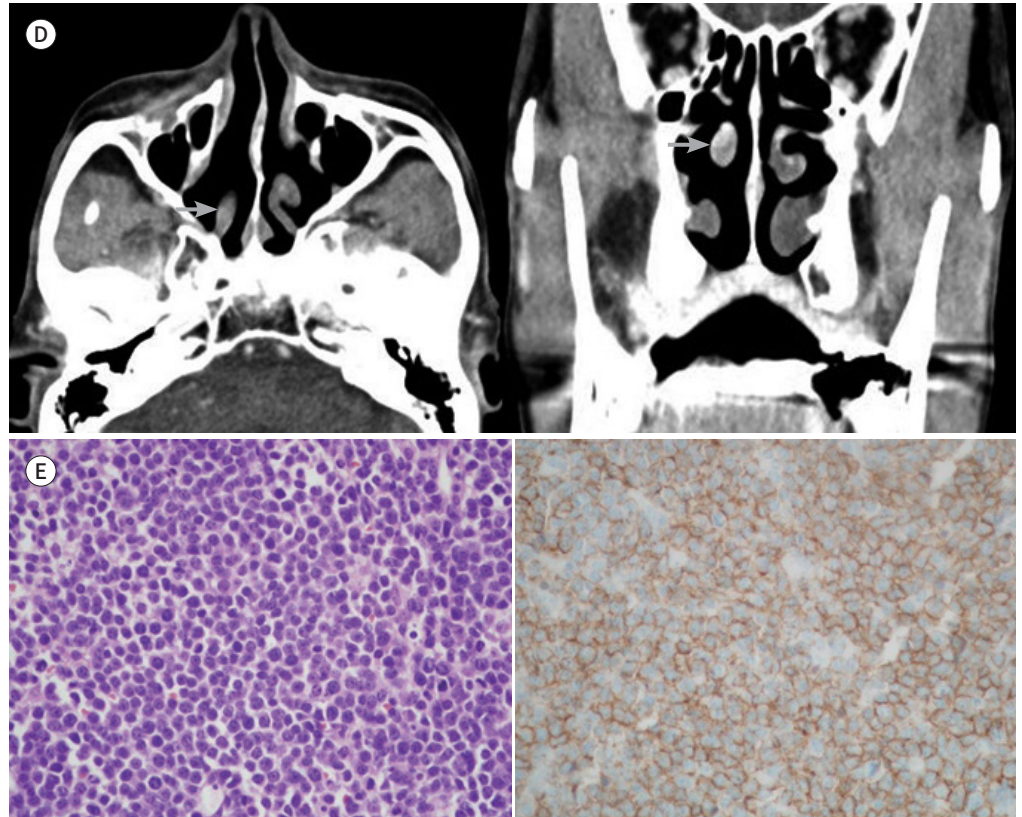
A 71-year-old man with DLBCL of the MT detected using ^{18}F -FDG PET/CT that was performed for metastasis work-up of HCC.
